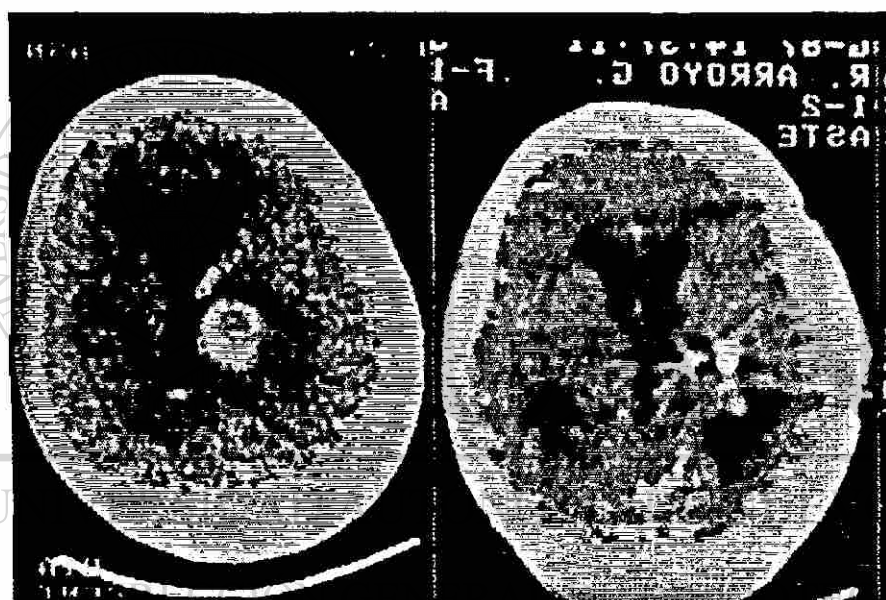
Paciente 4. TACs de cráneo después de la administración intravenosa de Iothalamato. Nótese un pequeño HIC/HIV en el trigono ventricular derecho, con discreto desplazamiento contralateral del 3er ventrículo, en el TAC preoperatorio (izquierda). Los reflejos metálicos en el TAC postoperatorio (derecha) son producidos por clips hemostáticos.
